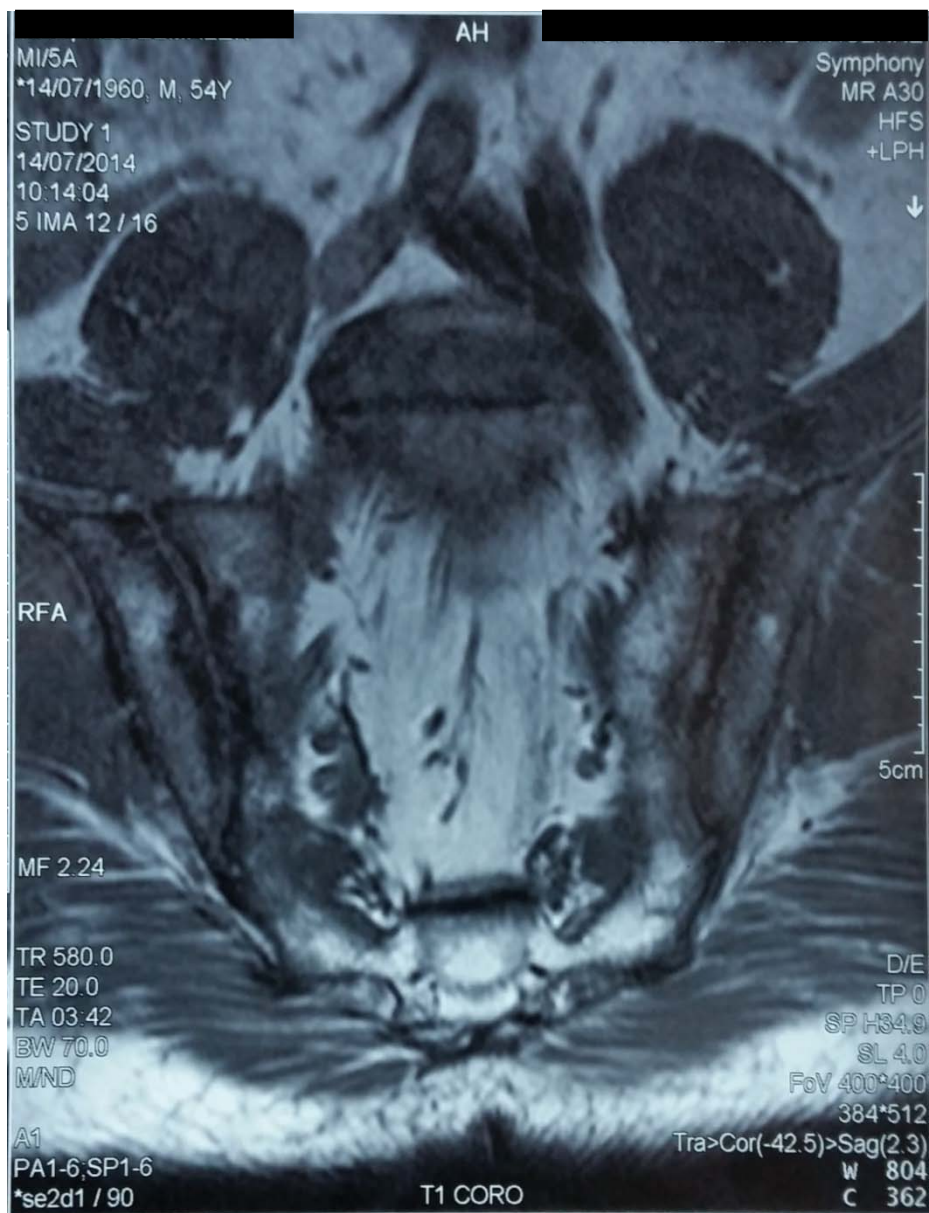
IRM des sacro-iliaques, séquence T1, coupe coronale, montrant un hyposignal de l'os sous chondral des berges iliaques et sacrées des deux sacro iliaques.
